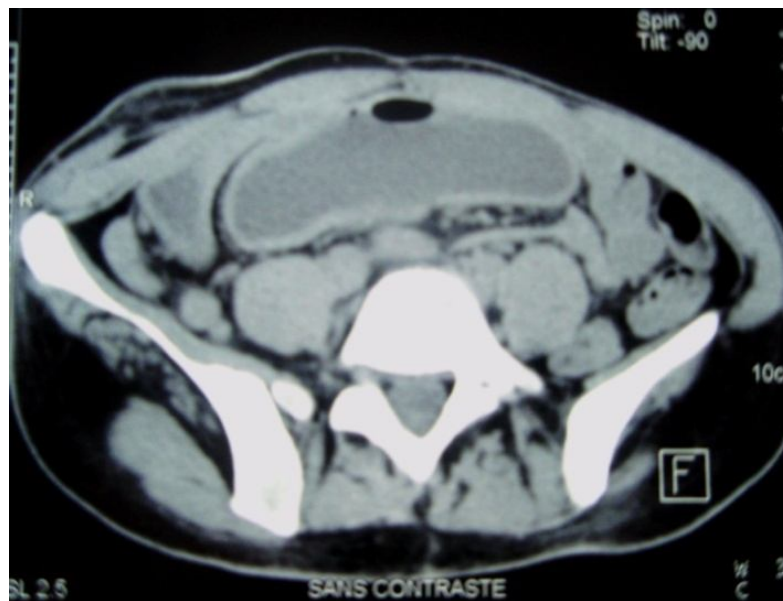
TDM pelvienne montrant un épaississement de la paroi vésicale avec présence de gaz dans la vessie
